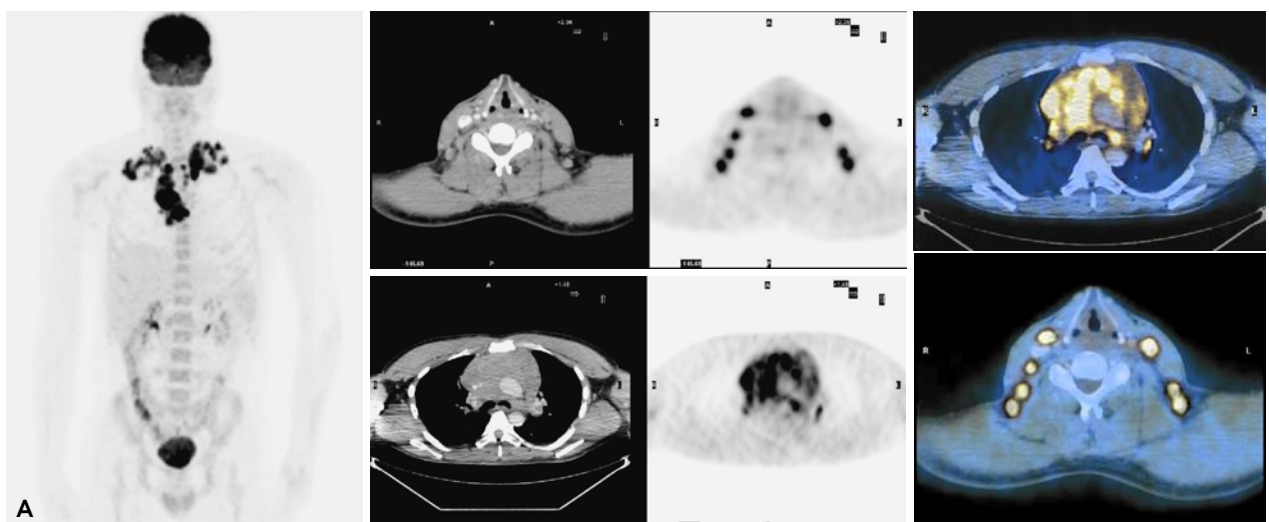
PET-CT realizado a paciente con linfoma Hodgkin con fines de estadificación. A) Imagen MIP que muestra captación de 18FDG en los ganglios de ambos lados del cuello y el mediastino. El resto del cuerpo con actividad de tipo fisiológica. B) Imágenes transaxiales de CT, PET y fusión de ambos métodos. Note como el estudio PET muestra una mayor cantidad de ganglios que la CT sobre todo en la base del cuello derecho.
